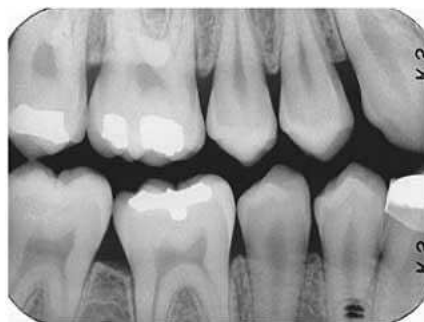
Radiografia interproximal dos 1º e 4º quadrantes.
